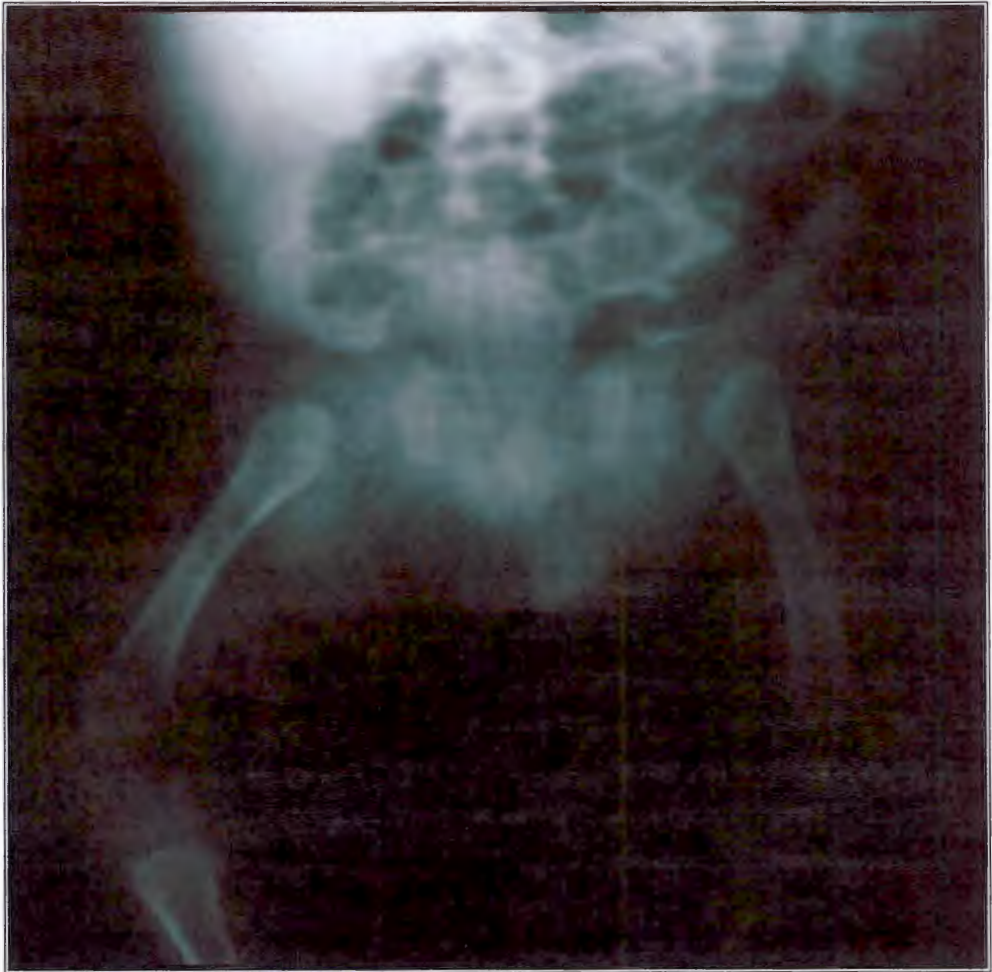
Radiografía simple que muestra luxación bilateral de cadera
